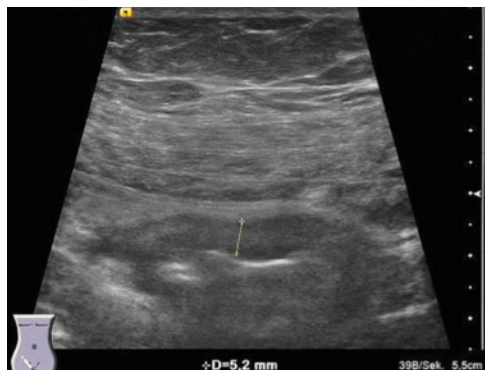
Sonografie von 07/2015: persistierende, leichtgradige Verdickung der Wand des neoterminalen Ileums mit Betonung der echoreichen Submukosa. Die Perfusion war duplexsonografisch nicht vermehrt (Limberg 0).
